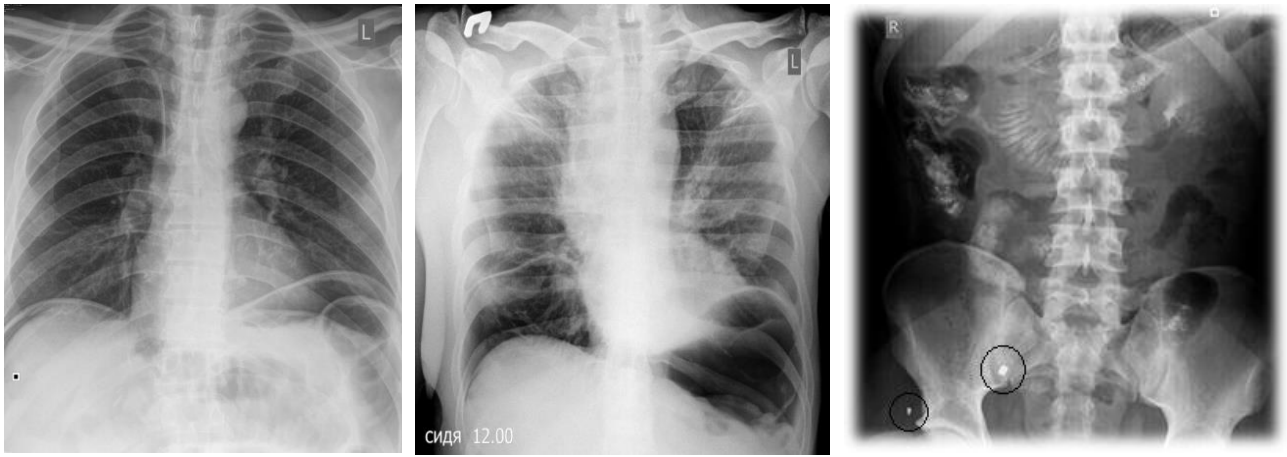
Оглядові рентгенограми у постраждалих із БТ. Пневмоперитонеум, у напіввертикальному положенні, осколки м'яких тканин таза
